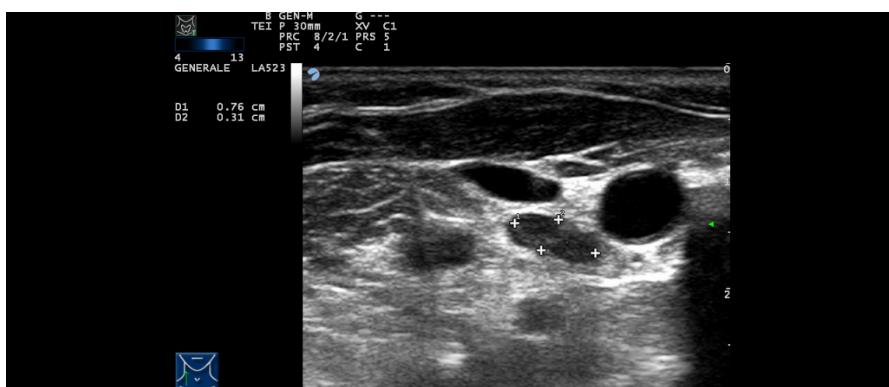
Ecografia del collo (settembre 2017): ulteriore riduzione volumetrica di linfonodo latero-cervicale destro tre mesi dopo il trattamento, con dimensioni 7 x 3 mm e modificazione iperecogena della lesione.
